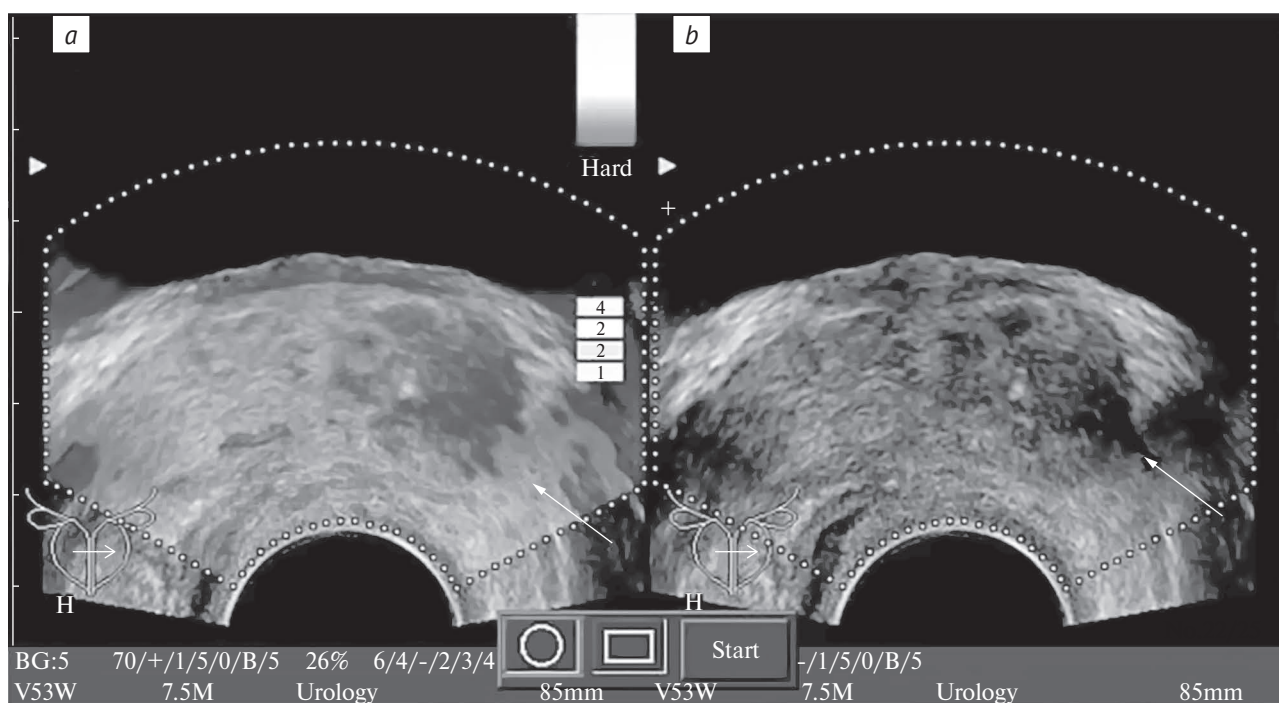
Пациент Д., 58 лет. Трансректальное УЗИ в режиме компрессионной эластографии (а) и В-режиме (б). В левой доле предстательной железы на границе основания и средней части в секторах PZpl, PZpm, PZa в В-режиме визуализируется гипоехогенный очаг (стрелки) с асимметричным повышением жесткости в зоне очага и за его границами (категория 5 по K. Kamoi et al. [7])
